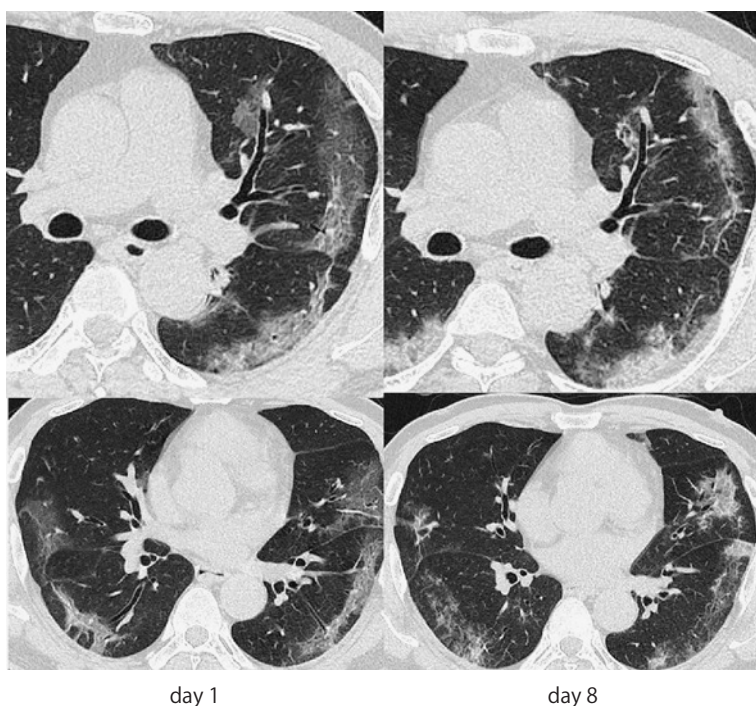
60歳代男性（中等症）の胸部CT所見の経時的変化
